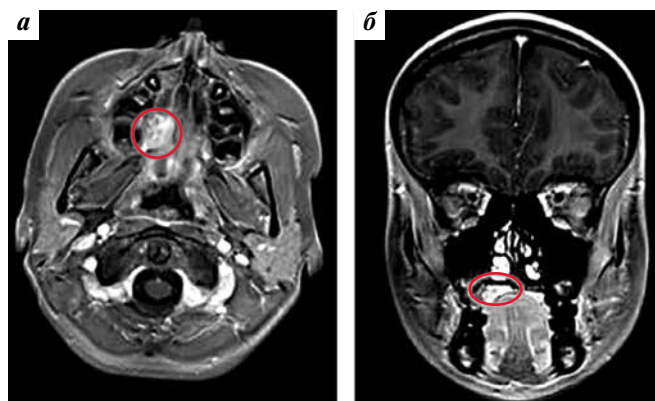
Магнитно-резонансная томография. Инфильтрация костных структур в аксиальной (а) и фронтальной (б) проекциях
